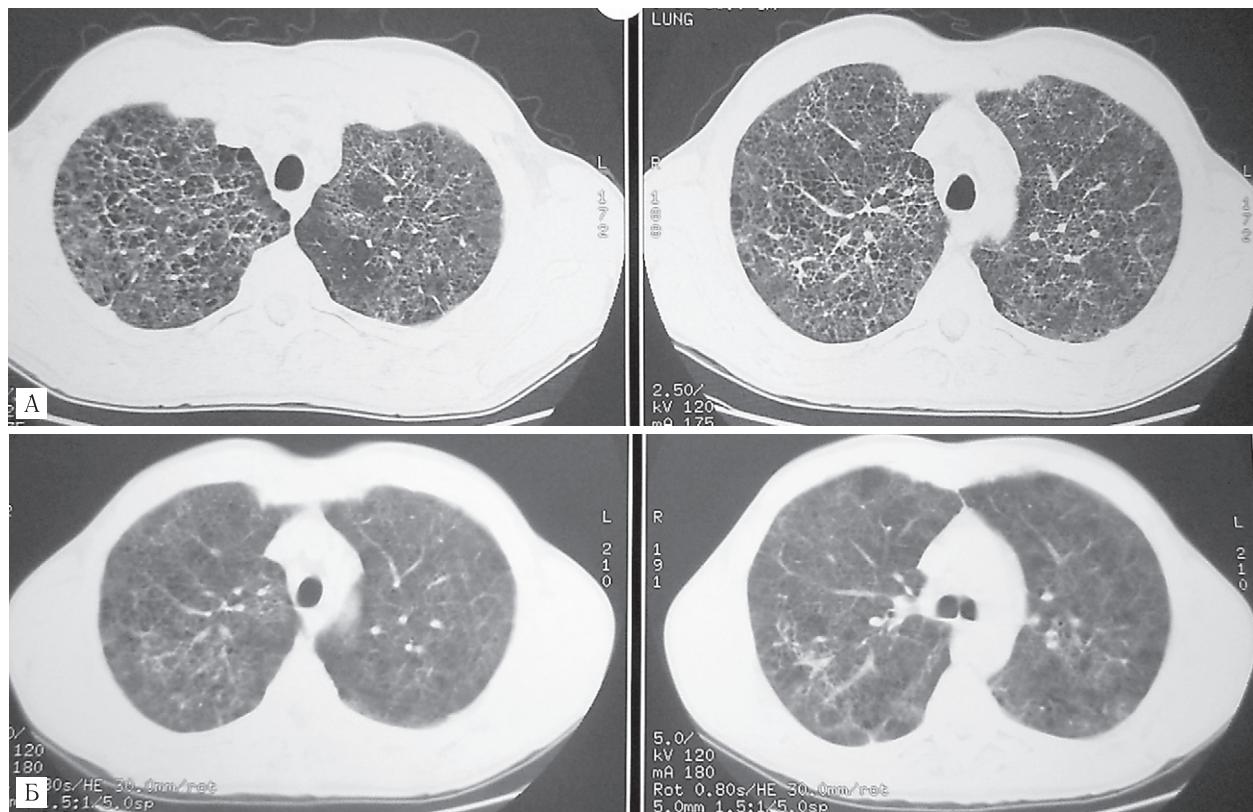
МСКТ ОГК пациента М., 37 лет: А — от 10.07.16 г., Б — от 25.07.16 г.
